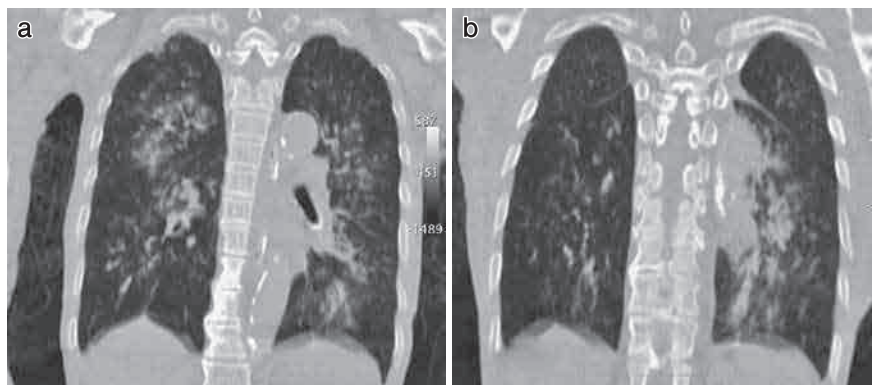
入院時の胸部 CT. 両肺に巣状の浸潤影を認める.
